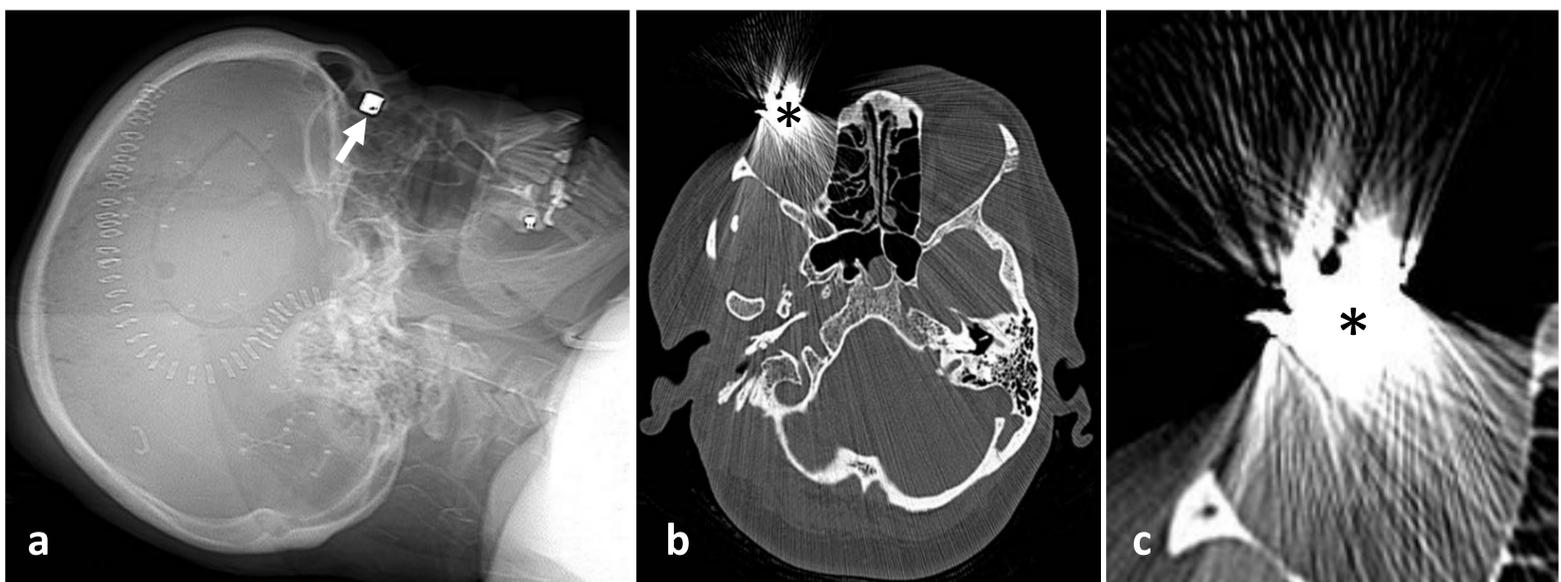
(a) Escanograma lateral. (b) TC craneal, ventana de hueso, axial. (c) Imagen ampliada de (b). Pesa palpebral de oro (*flecha*) que condiciona gran artefacto metálico (*asterisco*). A mayor número atómico (Z) del metal, mayor es el artefacto. Ejemplos de metales con Z alto son el oro (Z=79) o el platino (Z=78), a diferencia del aluminio (Z=13). Secuelas de craneotomía.
